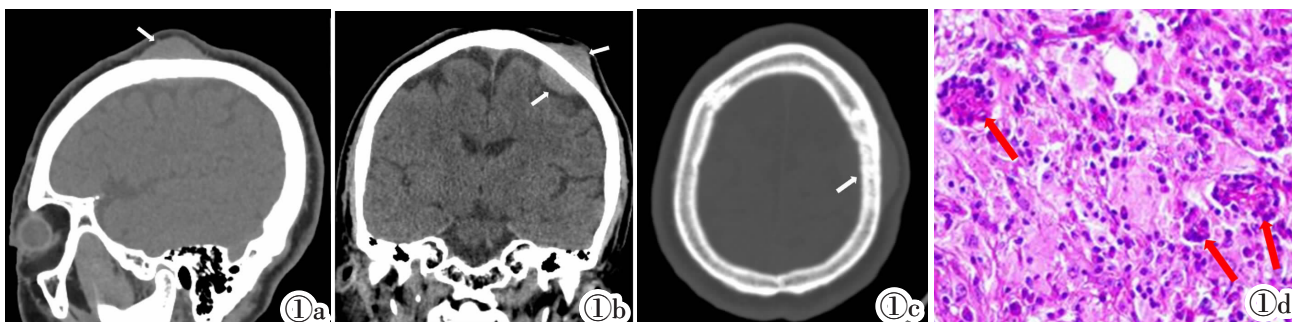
~1d 男, 63 岁。图 1a: CT 平扫矢状位软组织窗示顶部头皮下均匀软组织密度肿块(白箭); 图 1b: 冠状位脑组织窗示顶部左侧头皮下及相应部位硬脑膜下肿块密度稍高于脑实质(白箭); 图 1c: 轴位骨窗示肿块局部颅骨的骨质硬化改变(白箭); 图 1d: 镜下表现为组织细胞增生, 伴淋巴细胞及浆细胞等急性慢性炎性细胞浸润, 部分区域可见典型的淋巴细胞“伸入”现象(红箭)(HE)。
